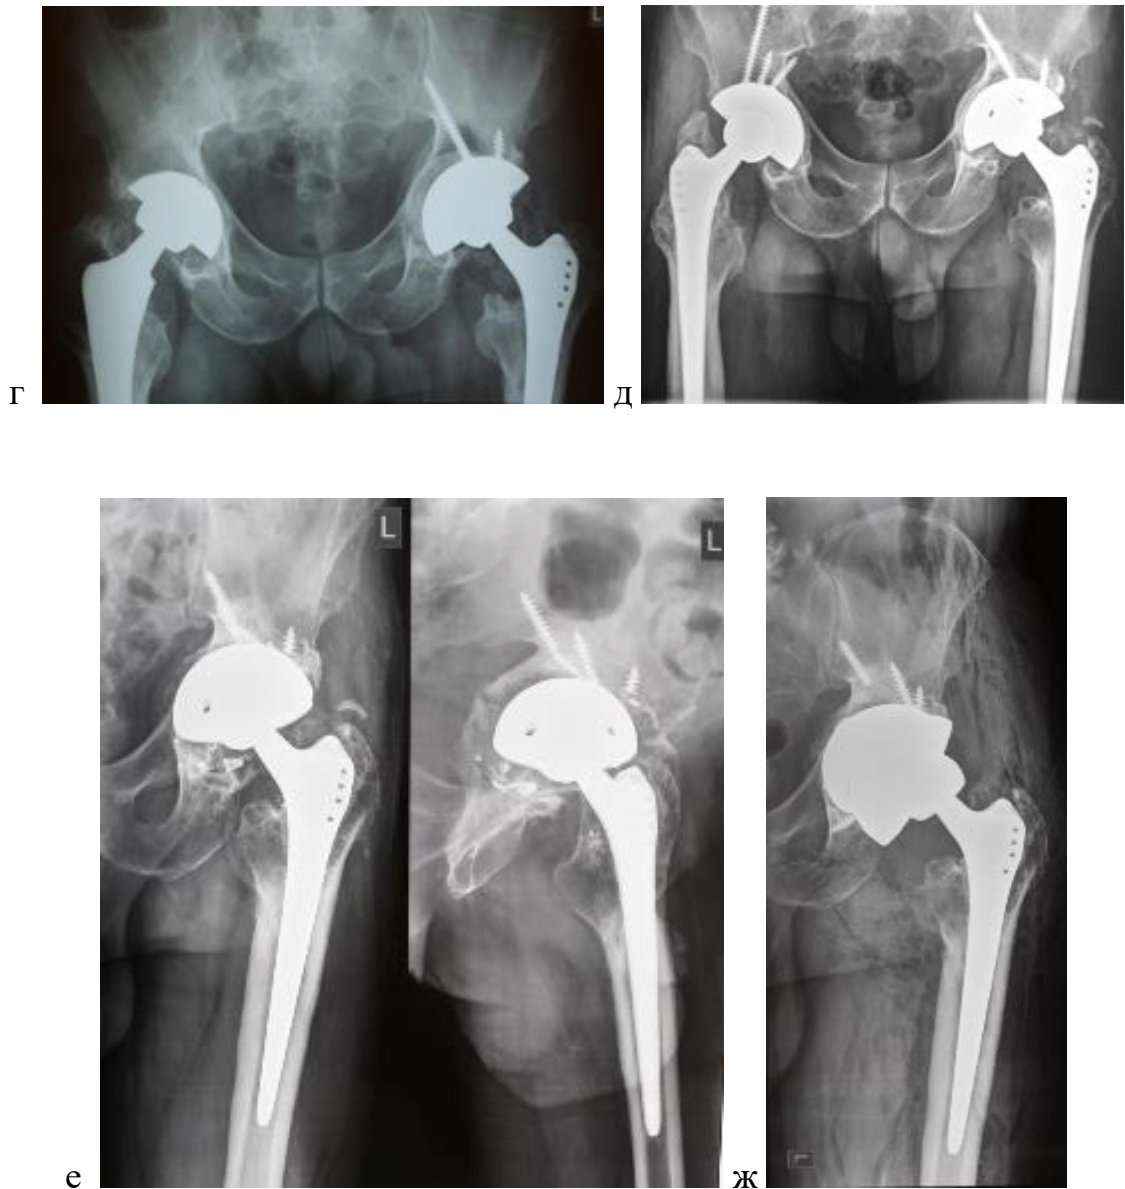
Рентгенограммы пациента 56 лет: а-в) через 13 лет после первичного ЭП ТБС; г) после ревизии; д) через 7 лет после ревизии. е) 2021 год – миграция ВК; ж) после очередной ревизии.
